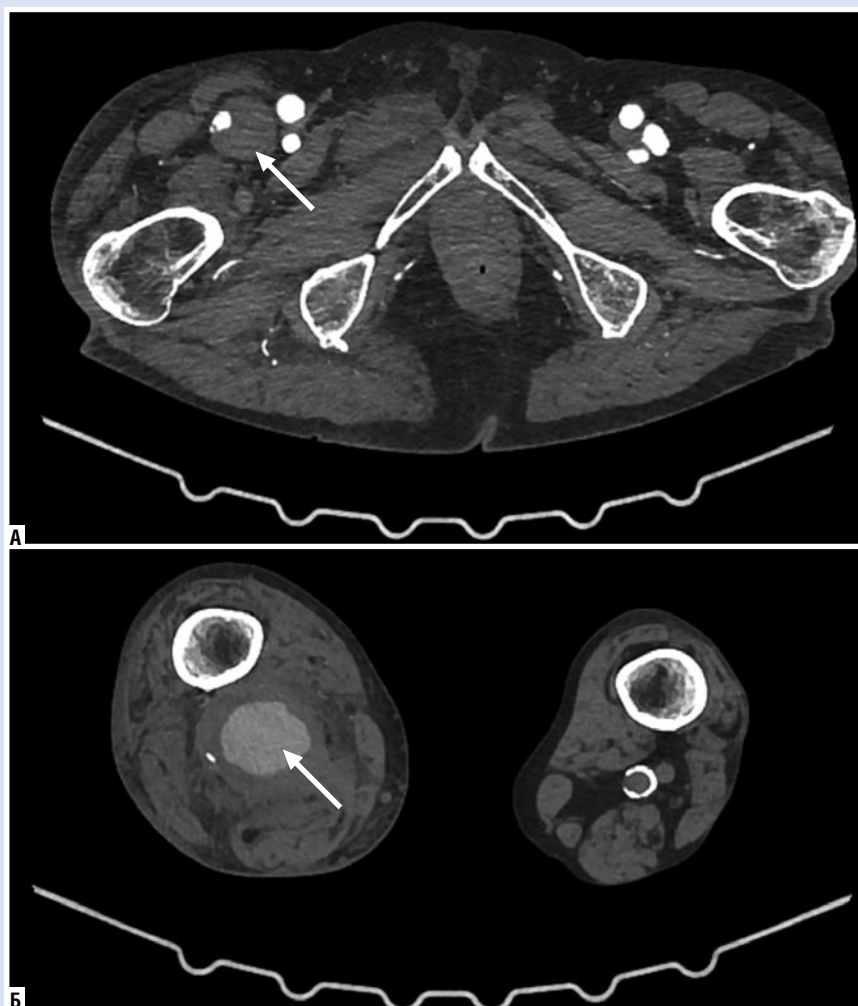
МСКТ ангиография артерий нижних конечностей, аксиальные срезы. А — Стрелкой указана аневризма дистальной порции правой латеральной артерии, огибающей бедренную кость; Б — Аневризма дистальной порции правой ПБА с переходом на ПоА.
